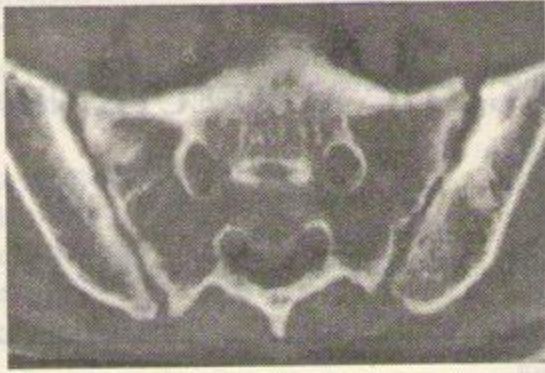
Secțiune computer-tomografică la nivelul regiunii sacroiliace. Reprezentare netă a articulațiilor respective.
